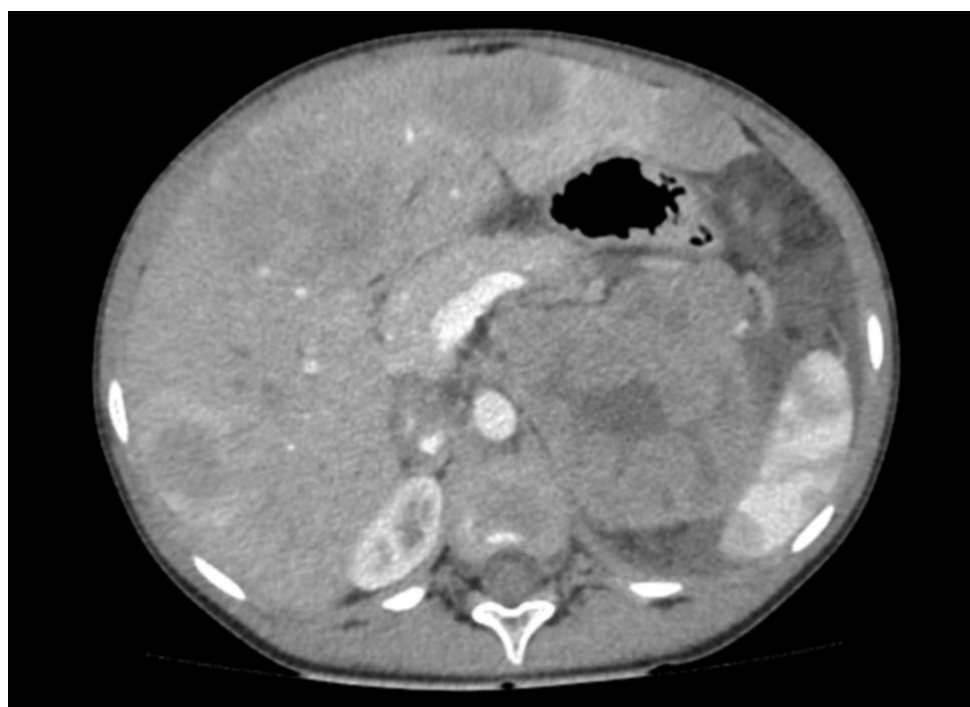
TC de control realizado durante ingreso en Pediatría Hospital Universitario de Salamanca. Imagen cedida por Servicio de Radiología Hospital Universitario de Salamanca.
